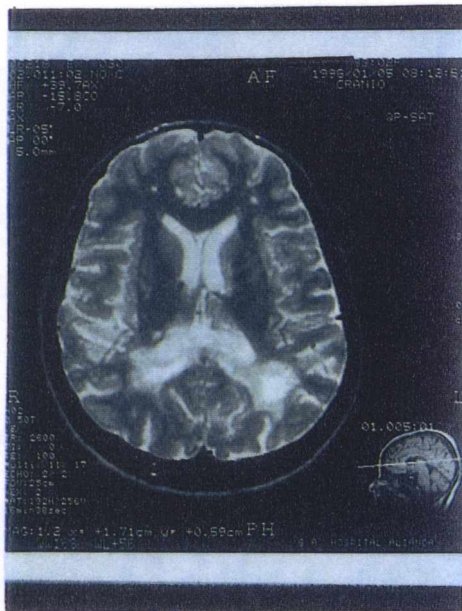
Ressonância magnética de um caso com LMP. Observam-se lesões multifocais na substância branca.
